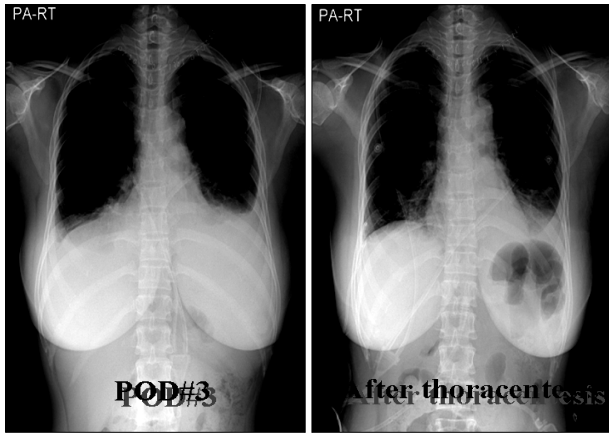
Chest X-ray before & after management of bilateral chylothorax(Case 1).
